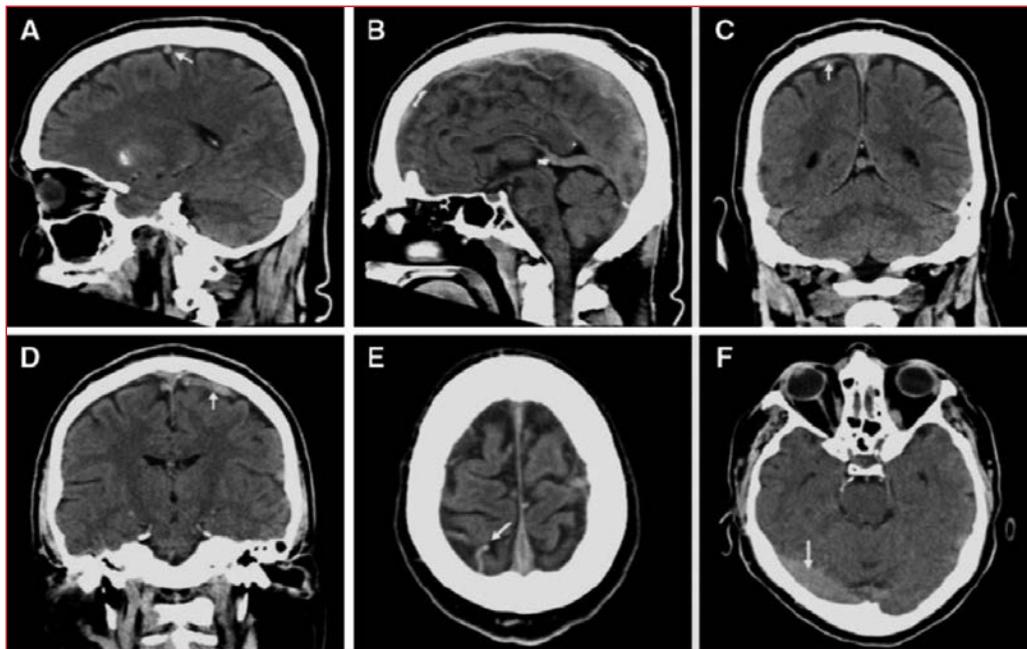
Signo de la cuerda (flechas) en la TC.
